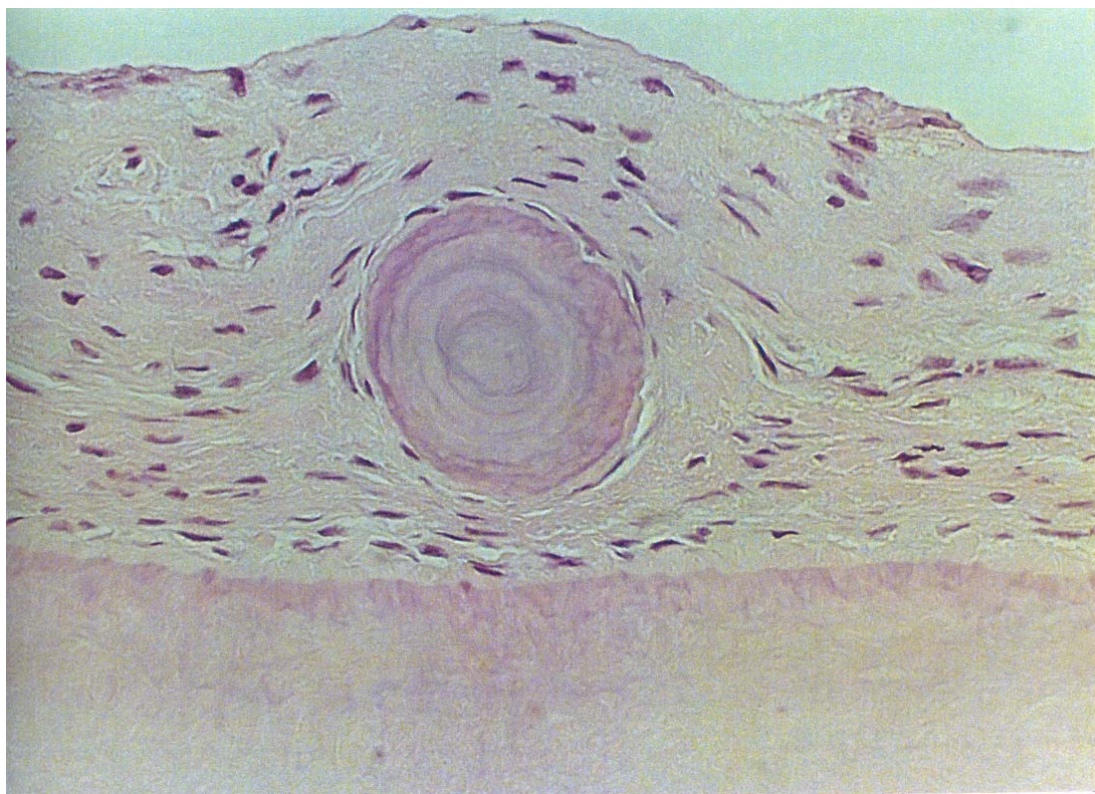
Cementículo en el seno del periodonto de un diente con lesión periapical (HE \times 1000).
